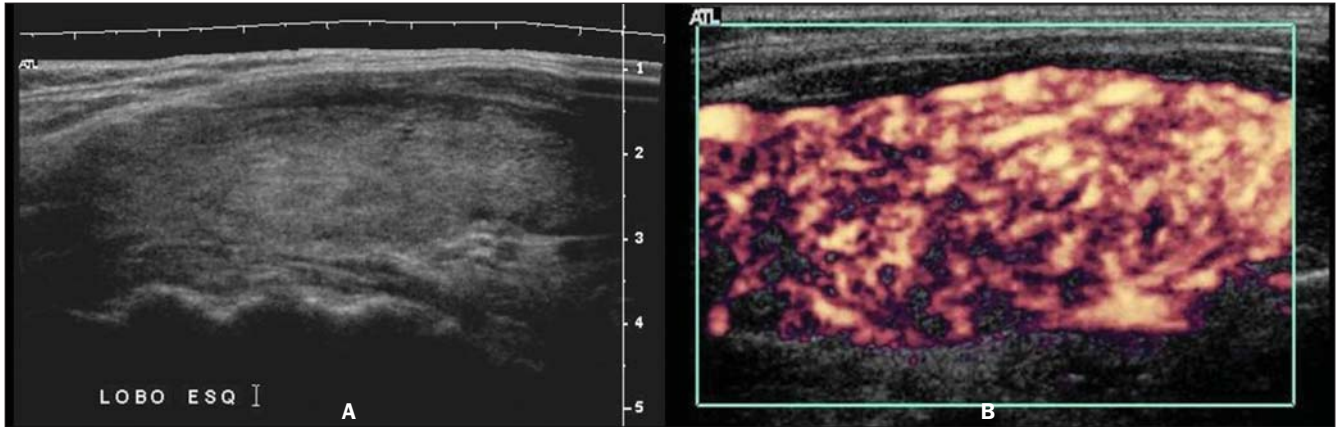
Cortes longitudinais de lobo tireoidiano. US modo-B evidencia textura difusamente heterogênea do parênquima tireoidiano sem nódulos, bem como hipoeogenicidade (A). Doppler colorido de amplitude demonstra vascularização difusamente aumentada da glândula (B).
